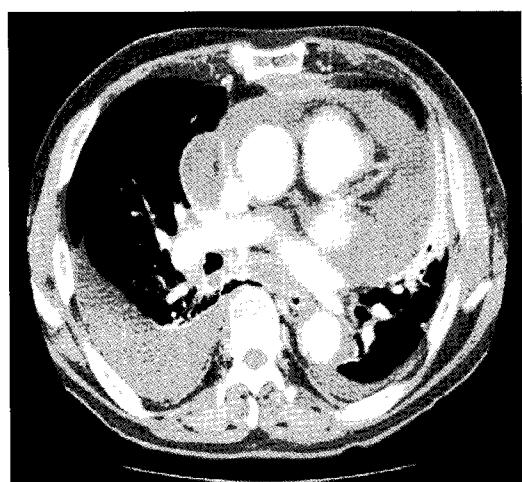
Chest CT-scan showing both empyema connecting with the antero-posterior mediastinum and pericardial effusion.
